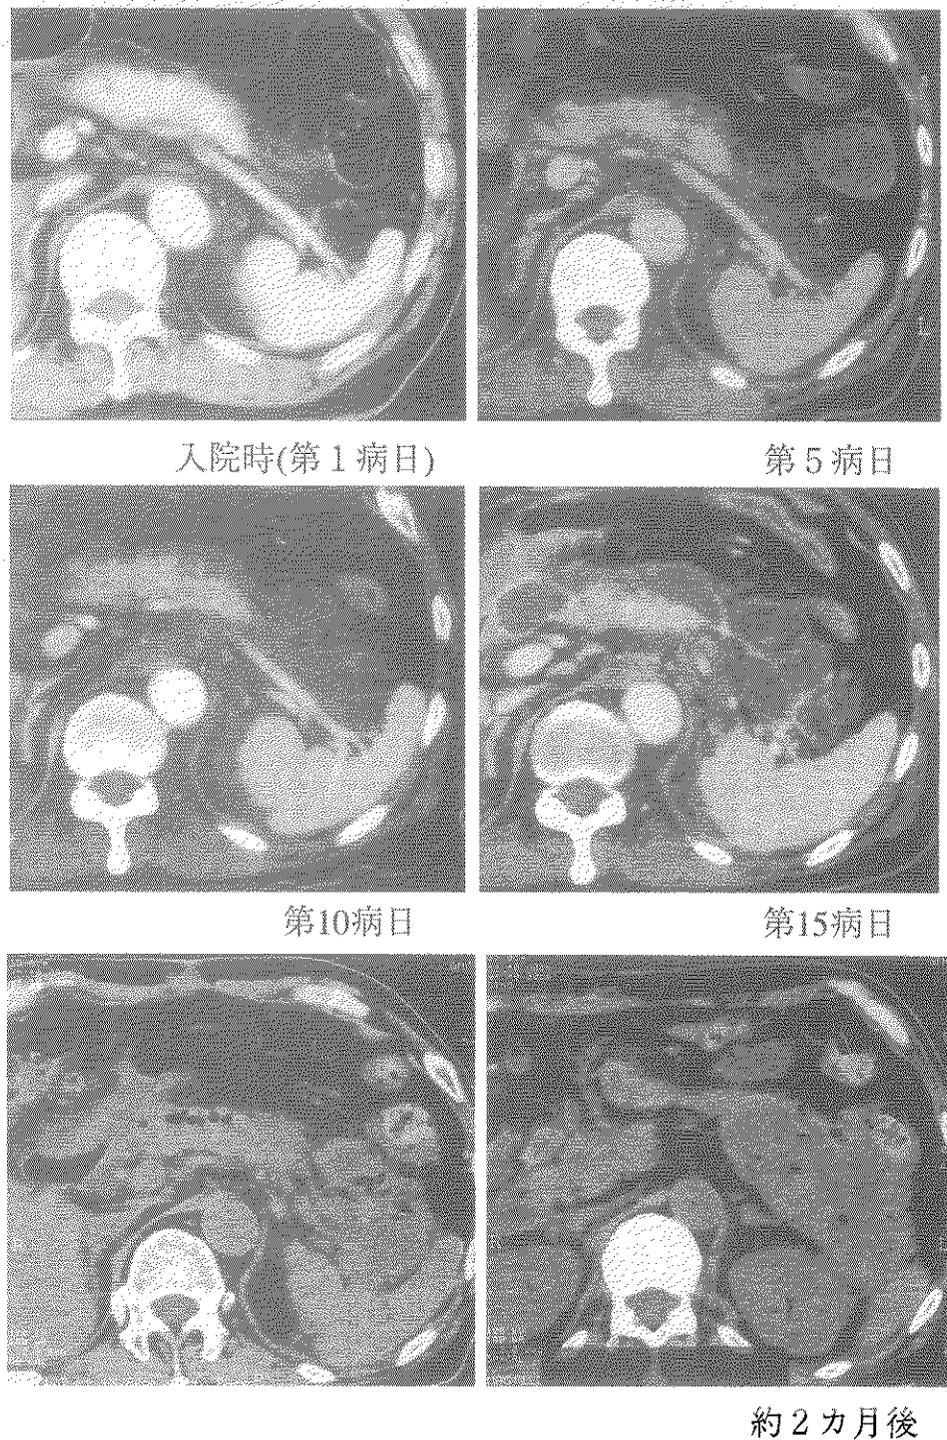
症例2 (65歳・男性, 胆石性膵炎) の CT 所見の経時的推移
